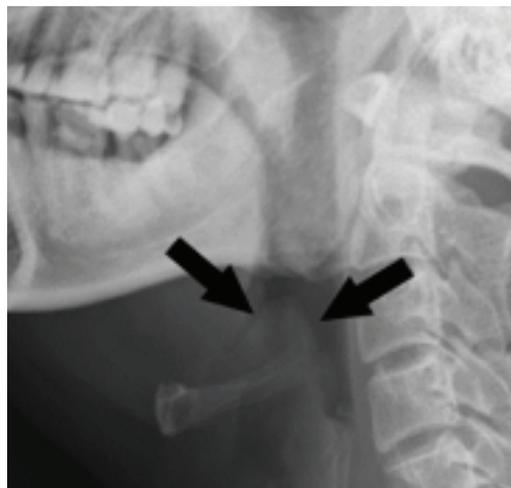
Radiografía lateral indicando sobredistensión en la hipofaringe. Signo del pulgar-epiglótis edematosa.
